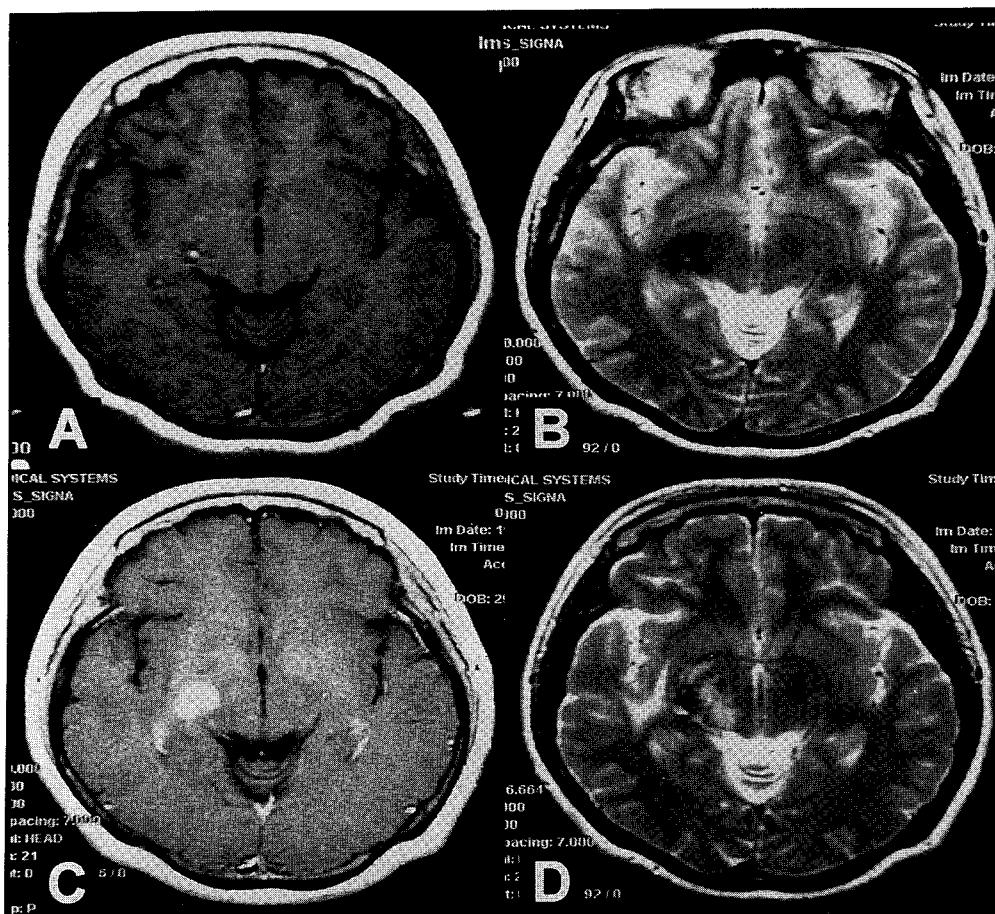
Axial T1- and T2-weighted MRI (A and B) of 51-year-old female shows an AOVM at right basal ganglia. Stereotactic radiosurgery was performed with the dose of 15 Gy to 80% isodose surface using 12 mm collimator. At 8 months after radiosurgery, increased high signal on the gadolinium-enhanced T1-weighted image (C) was consistent with radiation necrosis and combined also with increased T2-weighted high signal (D).
